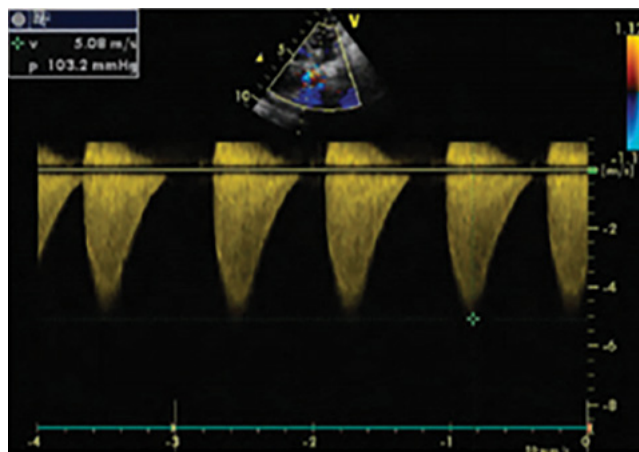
Muestra por Doppler Continuo, un gradiente de 103.2 mmHg en una Coartación de Aorta Severa
